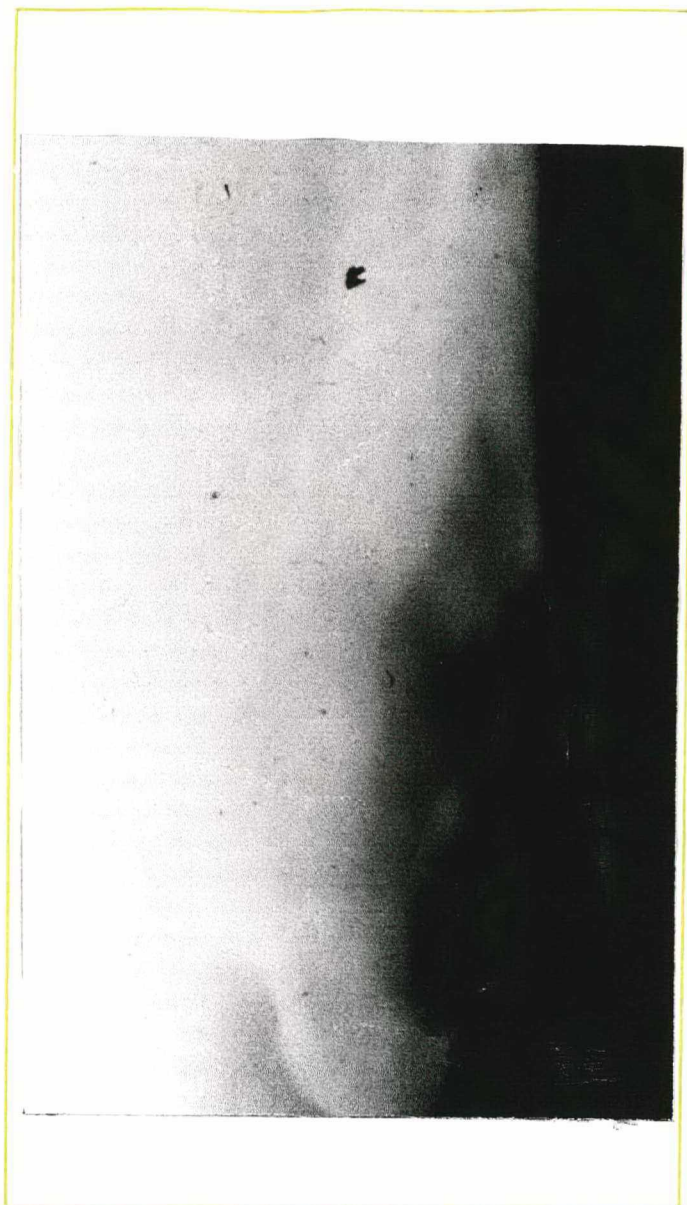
Tomografia Linear demonstrando lesão lítica na mastóide esquerda.
